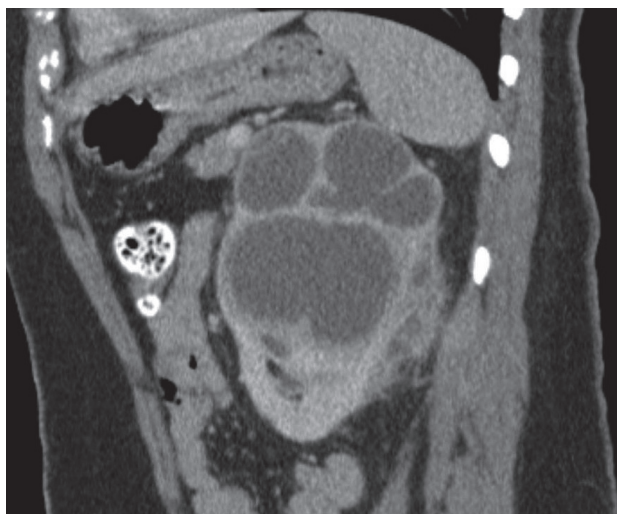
Reconstrucción parasagital de TC abdominal: Evidencia aumento de tamaño renal izquierdo en forma de “pata de oso” y compromiso de la grasa perirenal.
